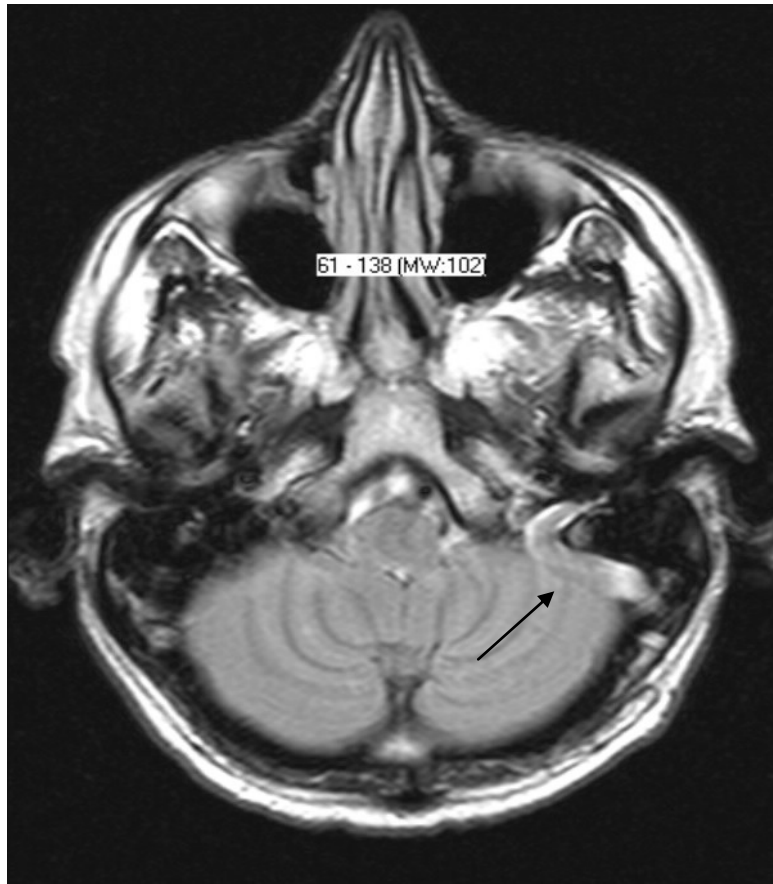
MRT — Iso- bis hyperintense Darstellung des linken Sinus sigmoideus als Zeichen einer Sinusvenenthrombose in einer T1-gewichteten Sequenz.
